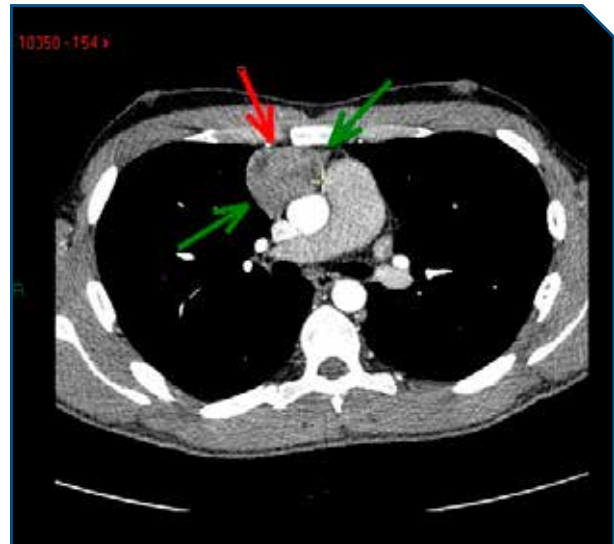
CT-scanner thoracique : masse charnue située au niveau du médiastin antérieur (55 mm de grand axe et 33 mm de petit axe)
